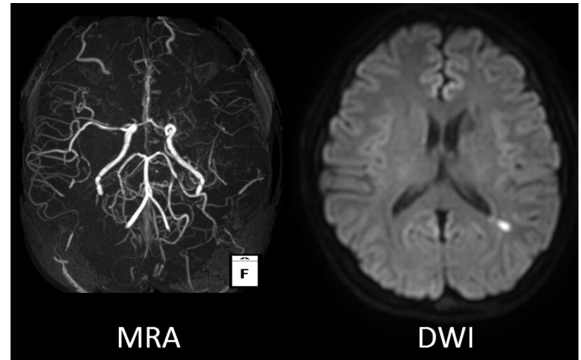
Example of MRI images in a patient who demonstrated the misery perfusion.
